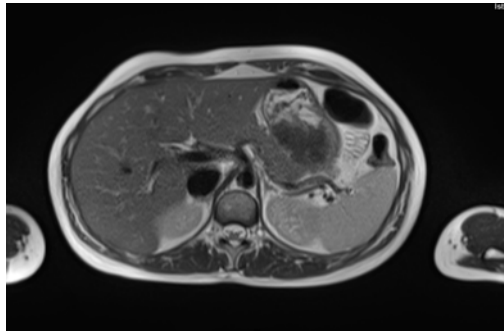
Resonancia magnética nuclear de cuerpo entero sin contraste: remisión completa de la lesión hepática
